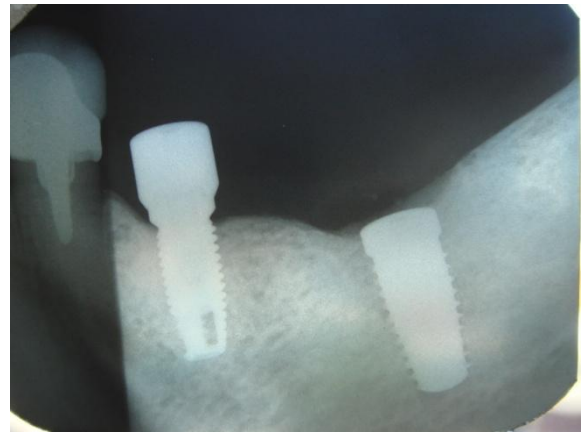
Radiografia periapical realizada logo após a instalação do implante osteointegrado decorrido o período de 15 semanas da enxertia realizada.
